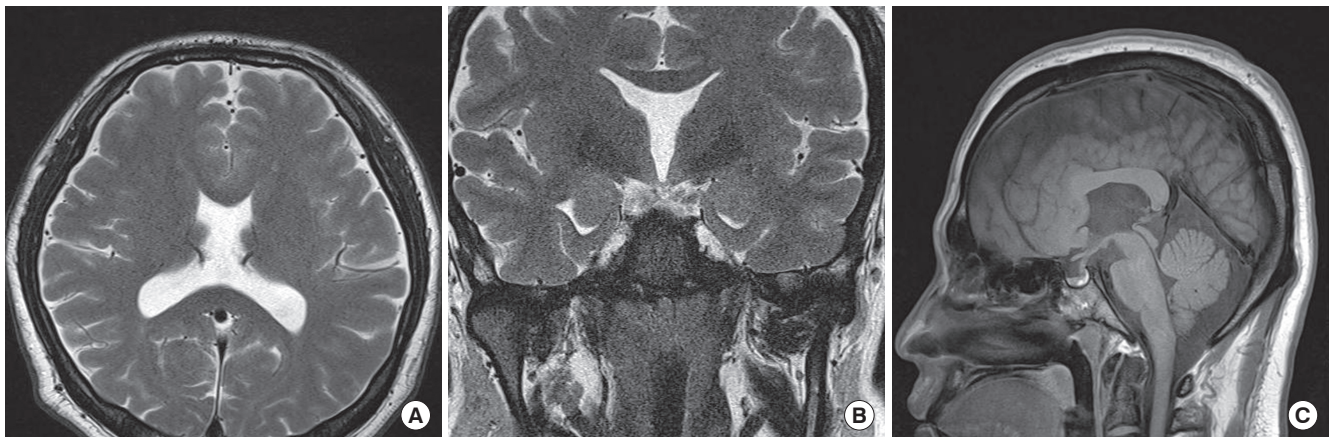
(A) The sella MRI shows abnormal architecture of bilateral frontal horns of lateral ventricle. (B) Notice the non-visualization of the septum pellucidum. (C) A small nodular lesion at the posterior aspect of the anterior pituitary lobe suggesting Rathke's cleft cyst and anomalous corpus callosum.
